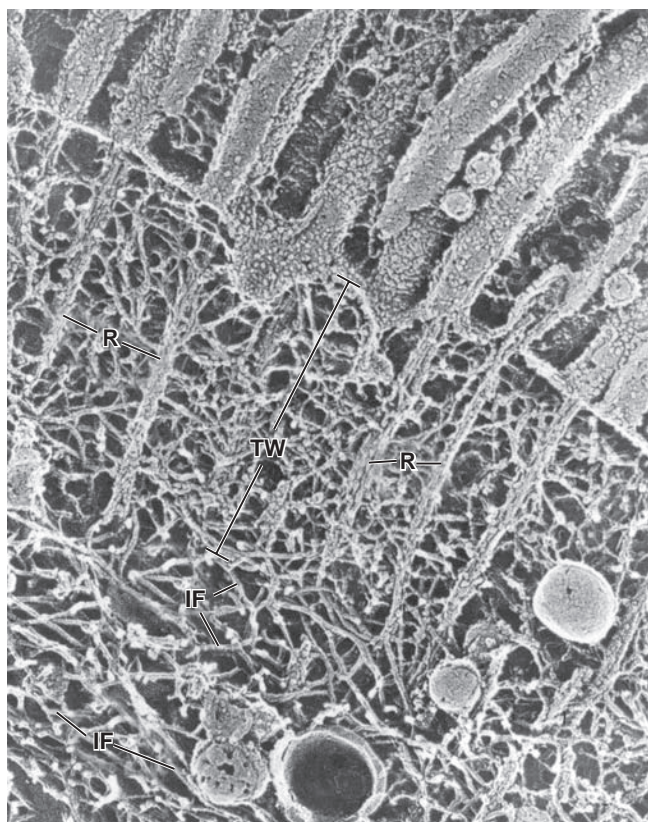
▲ Fotomicrografía electrónica de la región apical de una célula epitelial demostrando la presencia de filamentos intermedios. Esta fotomicrografía electrónica, obtenida mediante la técnica de congelación rápida y grabado profundo, muestra la red terminal (TW) de una célula epitelial y los filamentos intermedios subyacentes (IF). Los largos manojos rectos de filamentos de actina o raicillas (R) que se extienden desde las microvellosidades establecen uniones cruzadas con una densa red de filamentos de actina que contiene abundantes proteínas fijadoras de actina. La red de filamentos intermedios puede observarse por debajo de la red terminal al que se fijan los filamentos de actina de las microvellosidades. 47 000X. (Reproducido con autorización de Hirokawa N, Keller TC 3rd, Chasan R, Mooseker MS. Mechanism of brush border contractility studied by the quick-freeze, deep-etch method. J Cell Biol 1983;96:1325–1336.)
